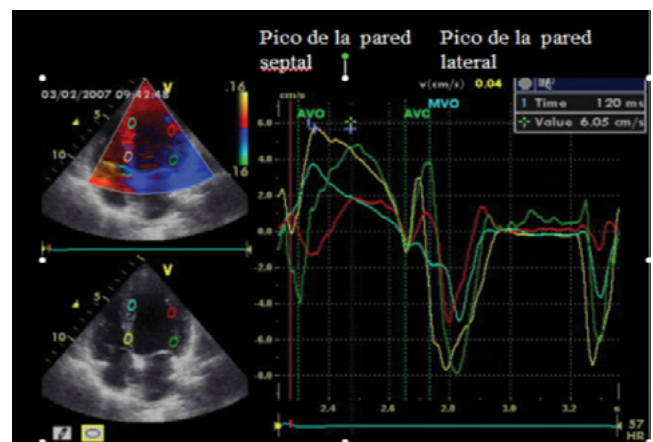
Medición off-line desde el Doppler color. Entre los picos de velocidad de la pared septal basal (curva amarilla) y lateral medial (curva verde) hay un retardo de 120 ms en la pared lateral.
